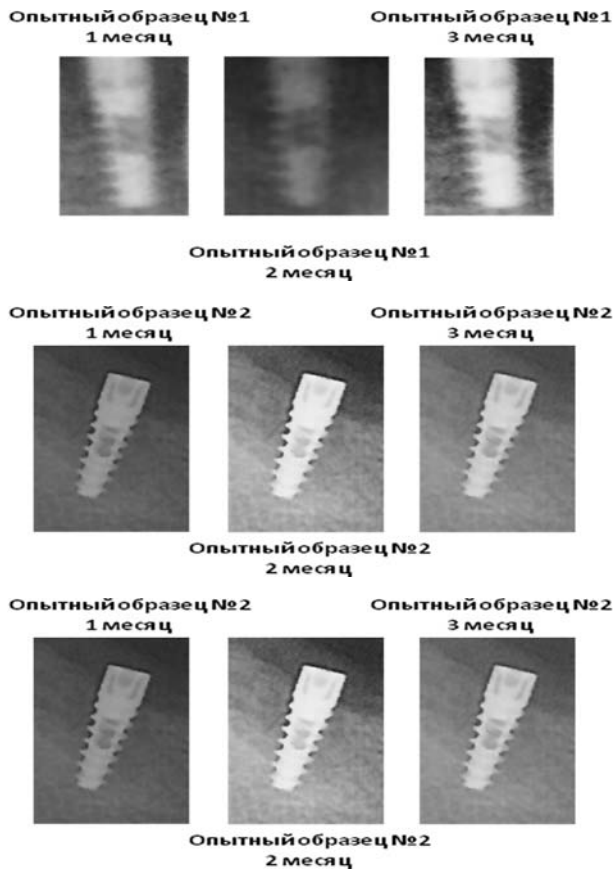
Рентгенологічна вибірка прицільної рентгенографії челюстних кісток світлогорських міні-свиней в різні післяопераційні та остеоінтеграційні строки (імплантати «Humana Dental – Reval»).
